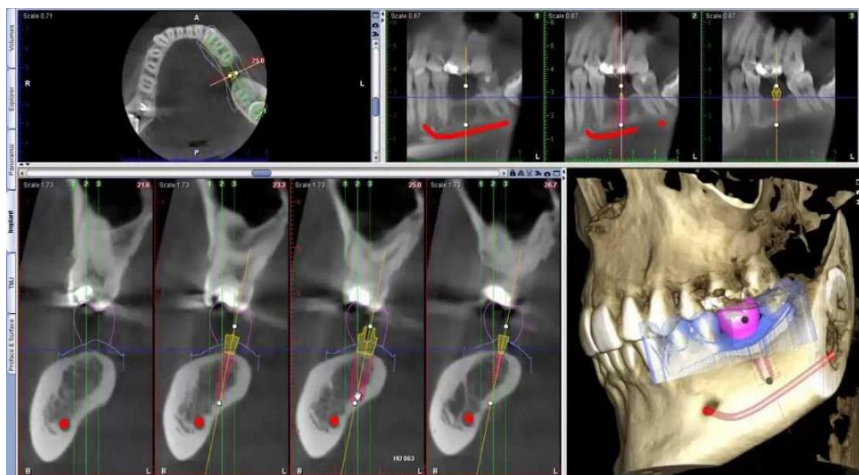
Tomografía computarizada. ⁴⁹
